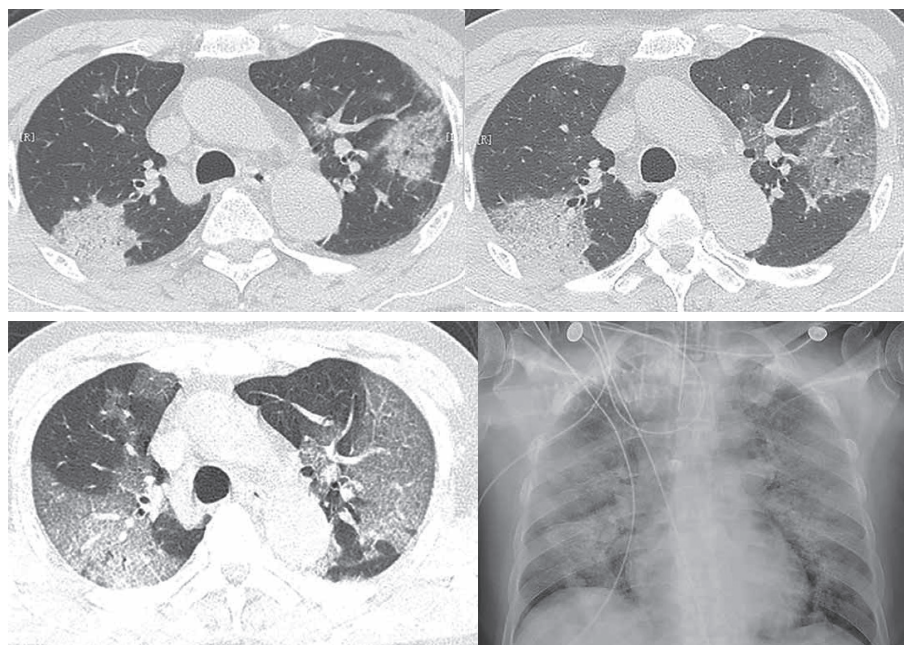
Мужчина, 71 год: компьютерная томограмма от 21.01.2020 г. – участки уплотнения легочной ткани альвеолярного (а) (верхняя правая доля) и интерстициального характера (б) (симптомы «матового стекла», «булыжной мостовой» (верхняя доля левого легкого); в – через два дня нарастание протяженности «матового стекла»; г – рентгенограмма грудной клетки на 6-й день после поступления (нарастание двусторонних альвеолярных изменений в ядерных отделах).
